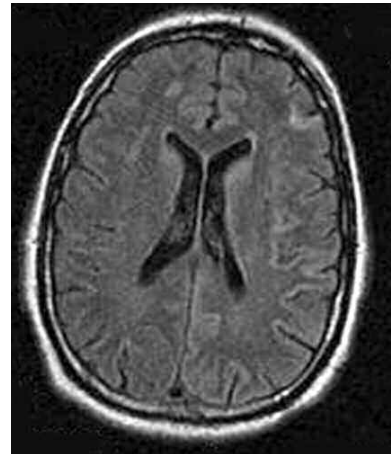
Axial FLAIR. Hiperintensidad cortical y en cabeza de ambos núcleos caudados.
